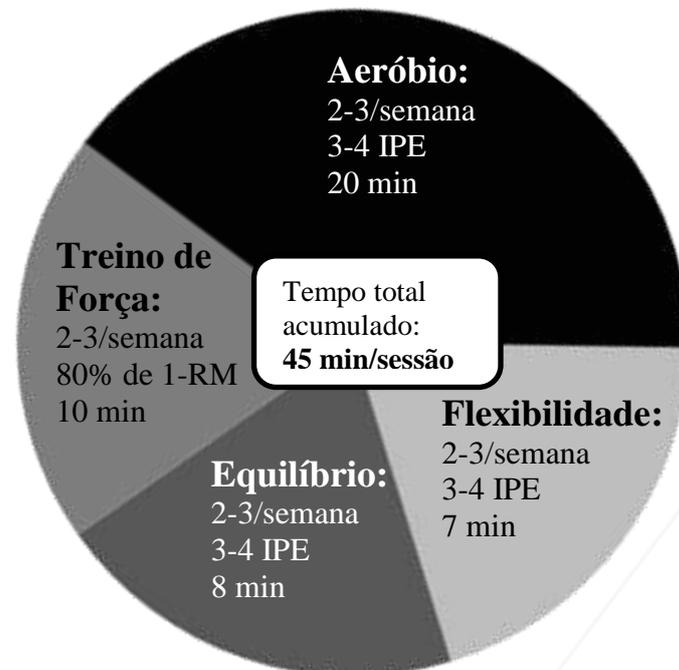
Exemplo de recomendações para as componentes e níveis de atividade física para o Síndrome de Fragilidade: pré-fragilidade e fragilidade. Adaptado de (2). 1-RM: uma repetição máxima; IPE- índice de percepção de esforço (Escala de esforço de Borg); min: minutos.
